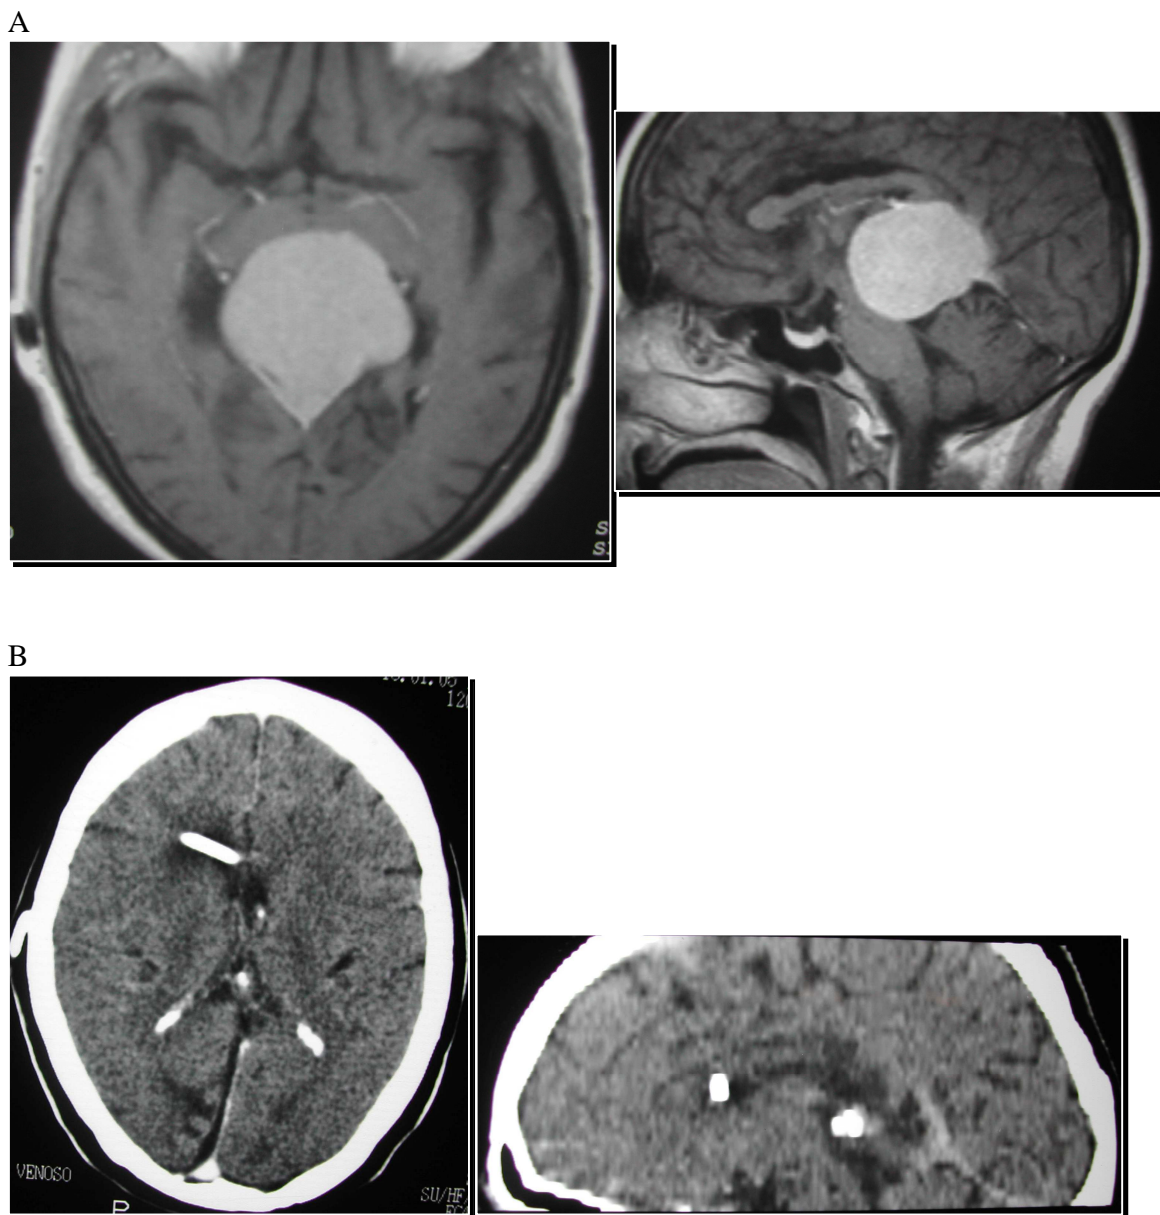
Ressonância magnética (caso 12a – Tabela 2) em cortes axial e sagital mostrando grande meningioma da junção falcotentorial que ocupa o espaço incisural posterior em toda sua extensão (A). Tomografia de crânio pós-operatória em corte axial e reconstrução sagital, mostrando exérese completa da lesão. Nota-se o espaço criado pelo acesso supratentorial-infraoccipital ao longo da face medial do lobo occipital direito (B).
